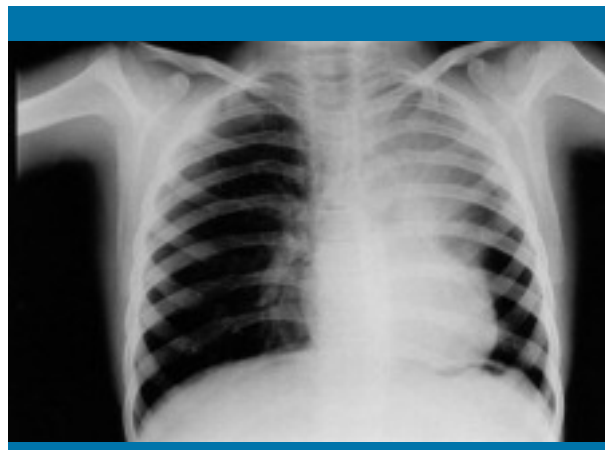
Radiografía de tórax: asimetría de ambos hemitórax con volumen pulmonar izquierdo pequeño y desviación del mediastino hacia el lado izquierdo. También se objetiva una disminución del tamaño del bronquio izquierdo y una deficiente vascularización del pulmón del mismo lado
